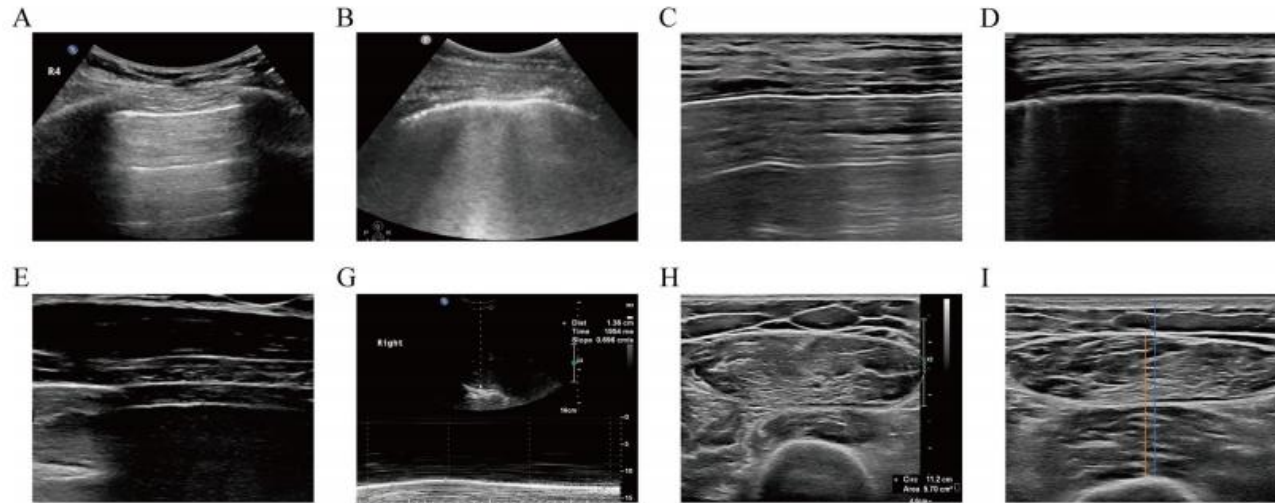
Description of ultrasound indicators. A Normal lung with several parallel A-lines. B Abnormal lung with fused B-lines. C Normal pleural line, characterized by smooth, regular, and continuous. D Abnormal pleural line, characterized by rough and irregular. E Measurement of diaphragm thickness. F Measurement of diaphragm mobility. G Measurement of cross-sectional area of the rectus femoris muscle. H Measurement of quadriceps contraction index, with the orange line representing quadriceps thickness and the blue line representing the distance from the skin to the femoral surface. The QCI is calculated as the length of the orange line divided by the length of the blue line. Abbreviations: QCI = Quadriceps Contraction Index
